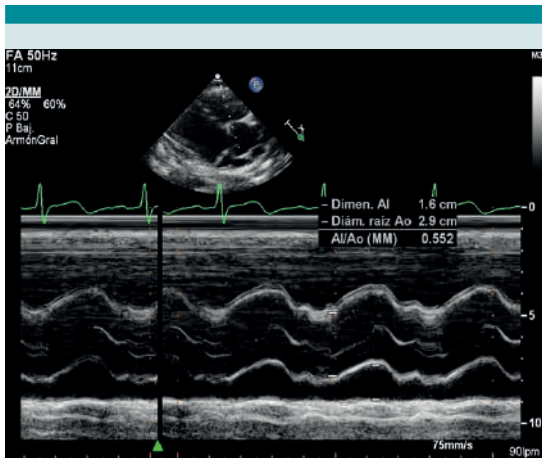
Ecocardiograma modo M, donde se observa la gran dilatación de la raíz aórtica con aorta trivalva.
